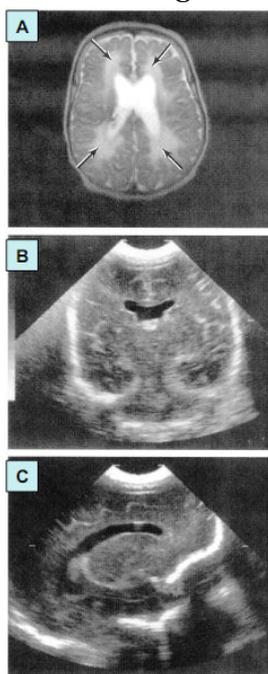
RN de 530g ao nascer .Ecogenicidade normal com dilatação biventricular ao US no plano coronal em (B) e no plano sagital em (C). A RM realizada a termo (idade gestacional pós-concepção de 44 semanas) mostrou dilatação biventricular e sinal de alta intensidade na substância branca (setas) (Maalouf)
